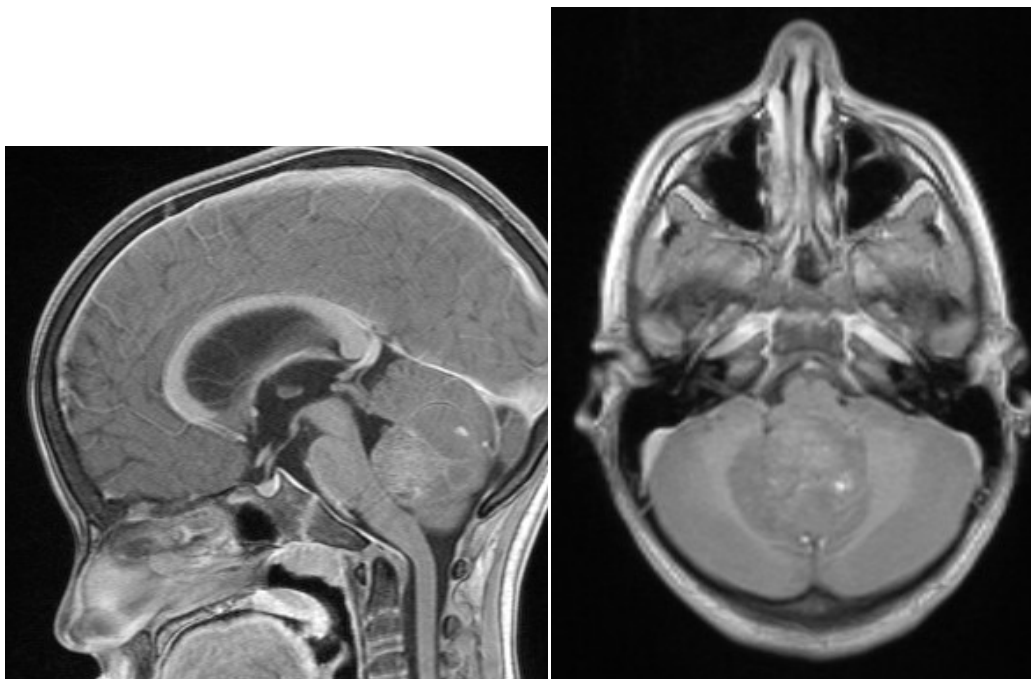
IRM initiale en pondération T1 avec injection de gadolinium, mettant en évidence une lésion de fosse postérieure comblant le V4.
